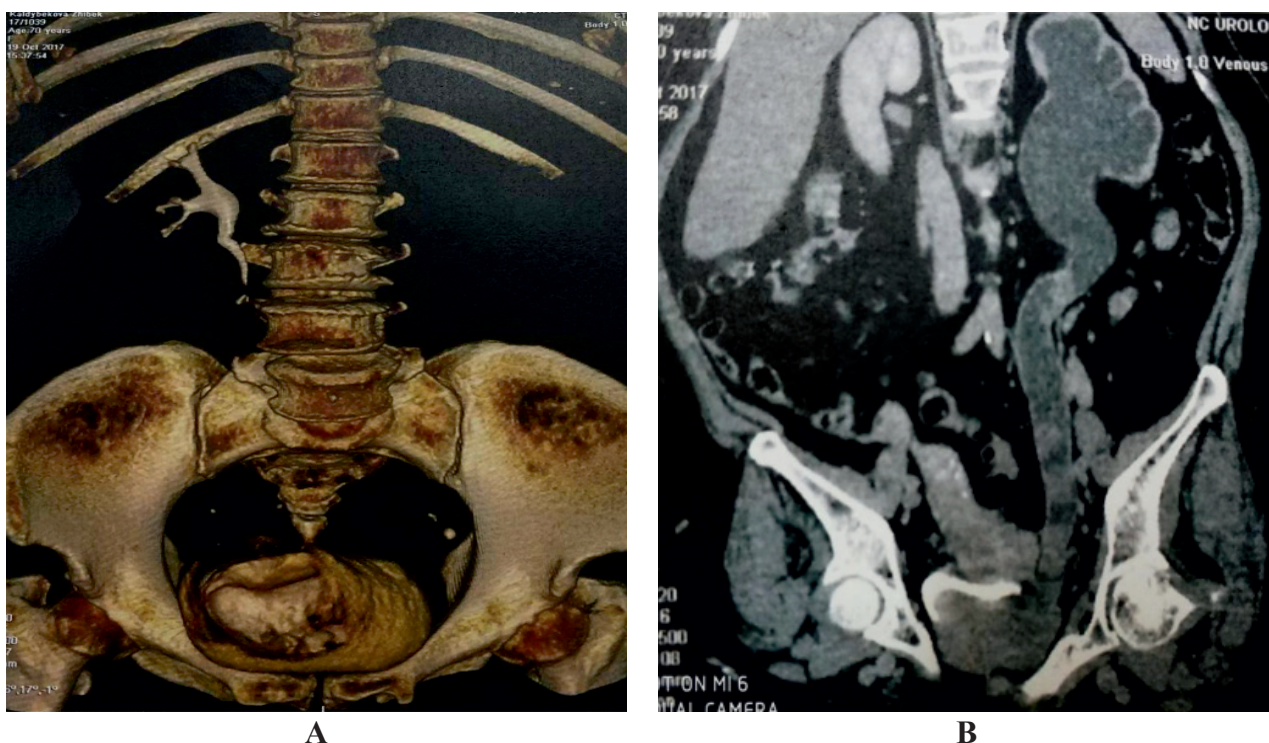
МСКТ с болюсным усилением – отсутствует функция левой почки (а), признаки терминального уретерогидронефроза с множественными образованиями в просвете мочеточника (b).
